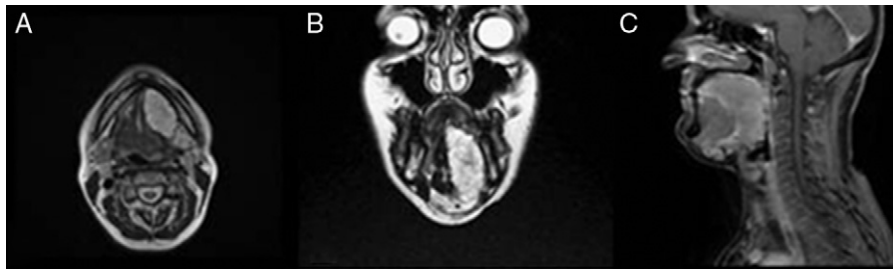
Imágenes de la resonancia magnética, donde se aprecia el tamaño y extensión de la tumoración. A: Corte axial. B: Corte coronal. C: Corte sagital.
